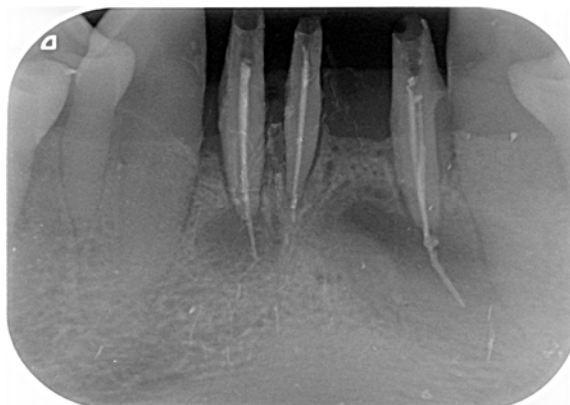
Рентгенограма 31, 32, 42-го зубів після лікування. Діагноз: хронічний гранулематозний періодонтит 31, 32, 42-го зубів. Пломбувальний матеріал виведений у вогнища ураження періапикальних тканин
